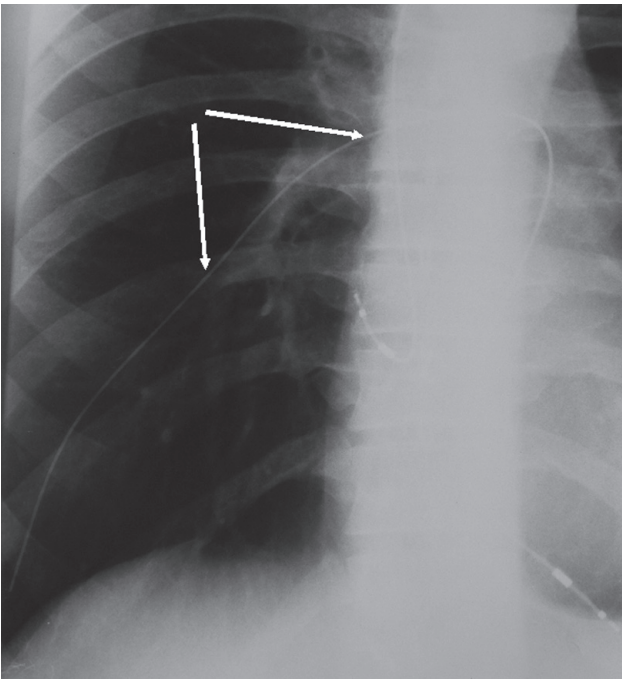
Рентгенография грудной клетки больного А. во время операции. Оторванный конец электрода дислоцирован из подключичной вены через правый желудочек в систему правой легочной артерии (отмечен стрелками).
